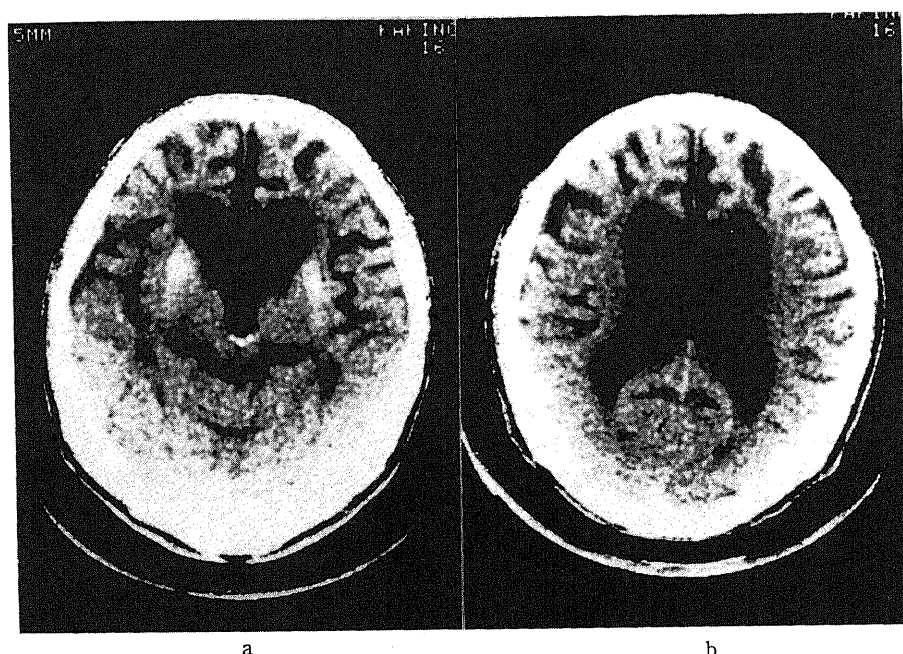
Cranial CT findings in patient 6. (a) Cranial CT shows marked ventricular dilatation and high density area in the basal nucleus. (b) Cranial CT shows marked ventricular dilatation and frontal atrophy with widening of sulci.
